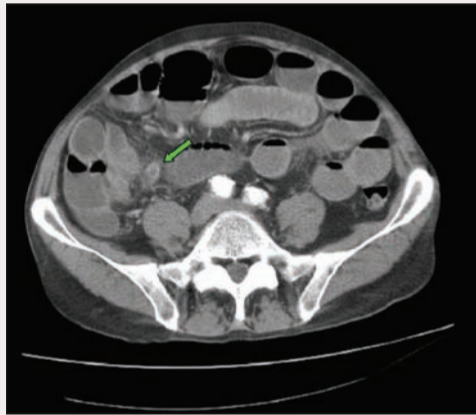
КТ органов брюшной полости: воспалительный процесс в правой подвздошной ямке (зеленая стрелка)
